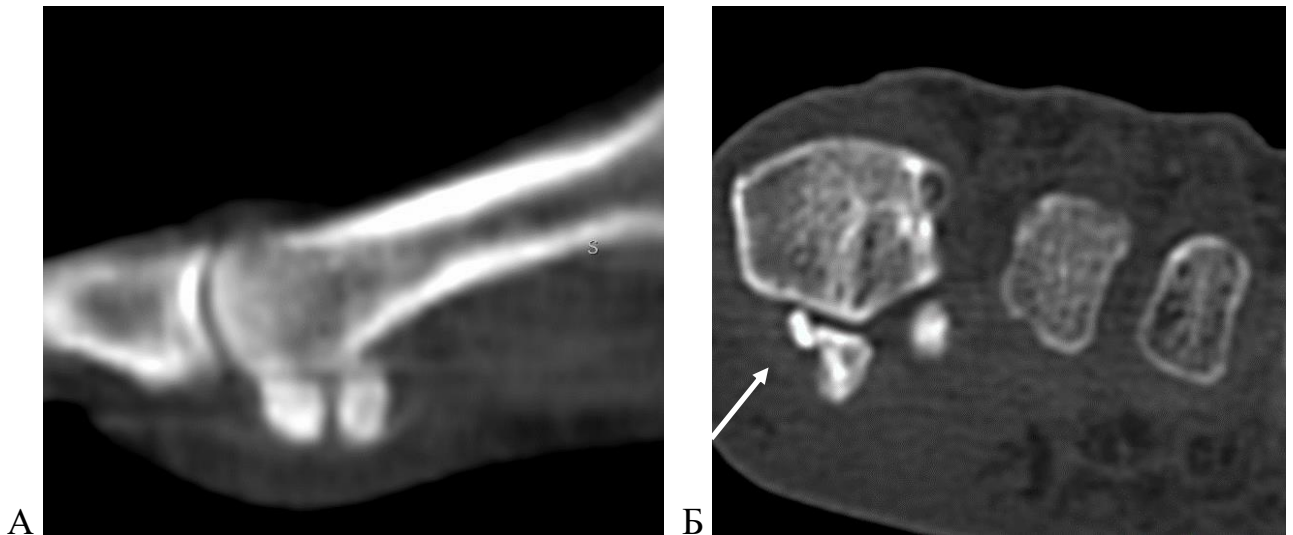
КТ сканы пациента Л., до операции: А – сагиттальная;
